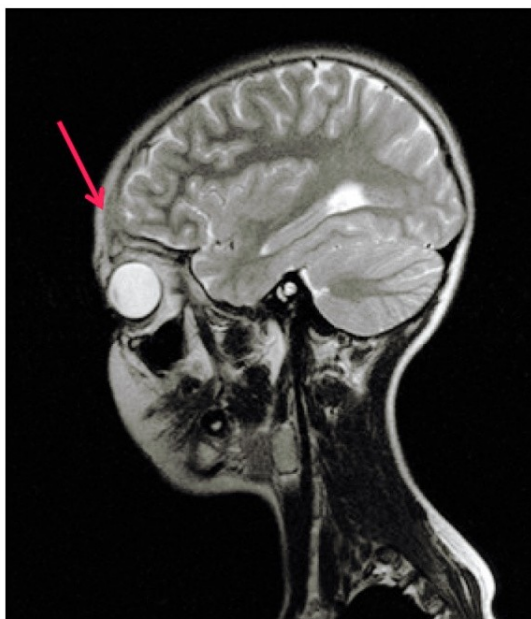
RM cranio e orbite. Lato affetto
